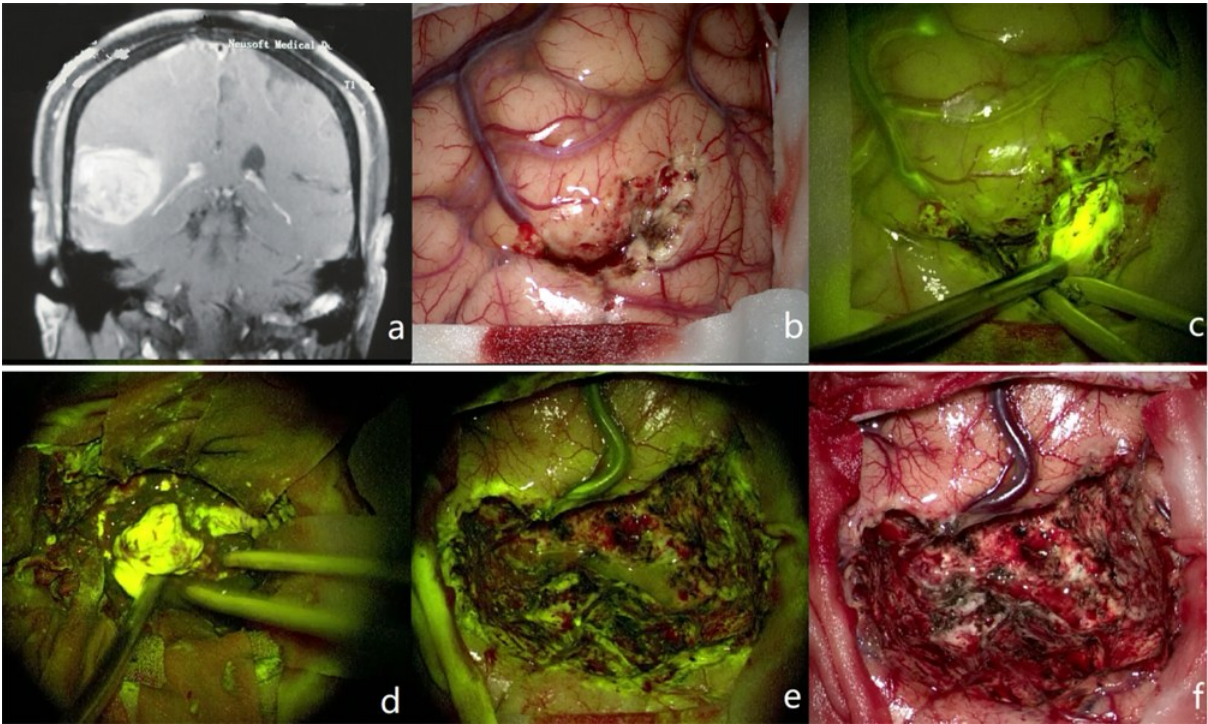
右侧颞叶转移瘤荧光素钠引导下手术前 MRI 及术中所见
